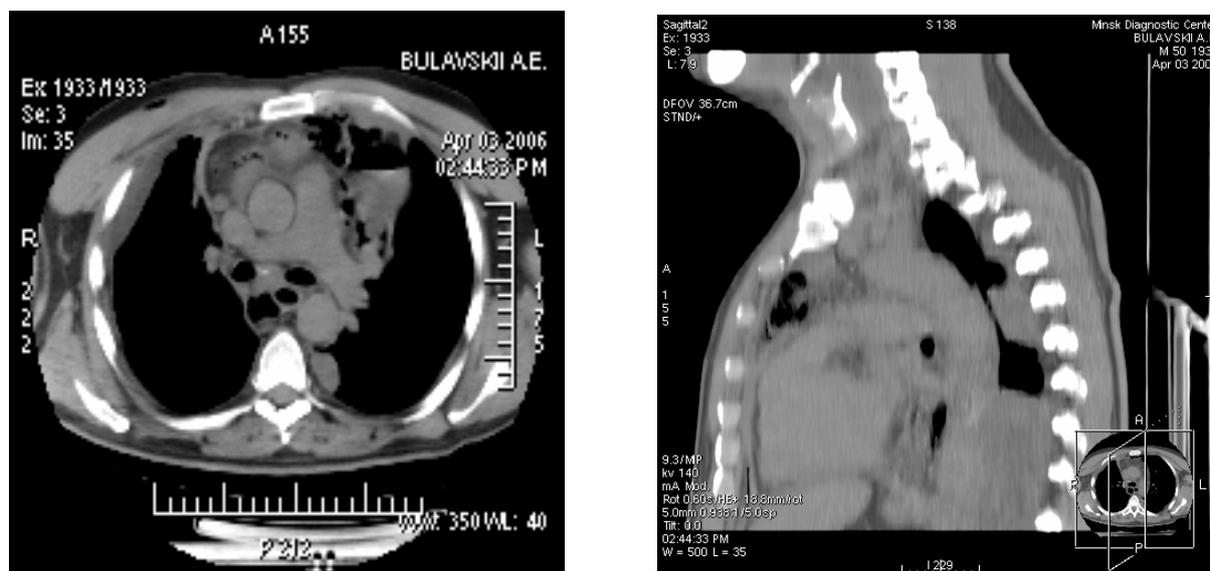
Выявленное изменение контуров средостения на КТ у пациента с тотальным медиастинитом одонтогенной этиологии.
